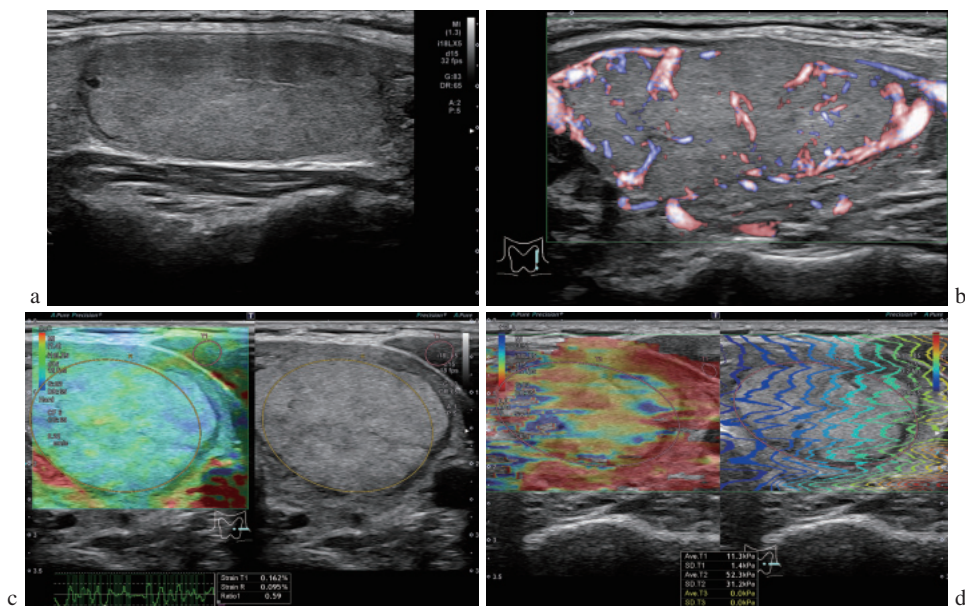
症例2(甲状腺左葉の濾胞性腫瘍)の超音波画像
